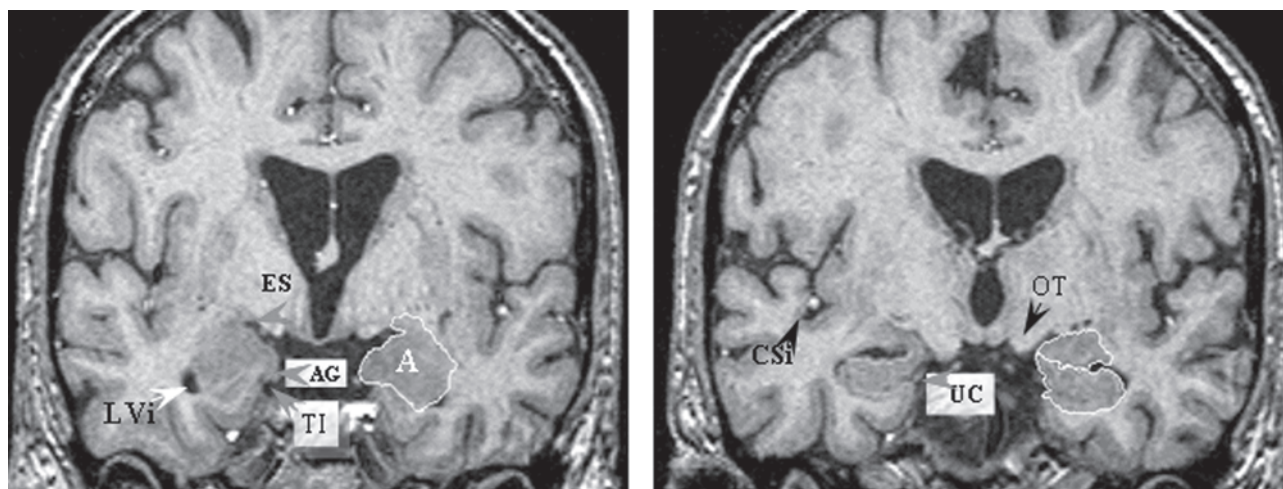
T1-weighted coronal images passing through the head and anterior portion of the body of hippocampi in a normal control subject. These images were reconstructed from a 3D acquisition obtained in the sagittal plane. A: amygdala, AG: angular gyrus; ES: entorhinal sulcus; UC, uncal cleft; TI: tentorial indentation; LVi: temporal horn of lateral ventricle; CSI: circular sulcus of the insula. Note the symmetry and oval shape of the healthy hippocampi. Note also the alveus (white line) separating the amygdala from hippocampus.
